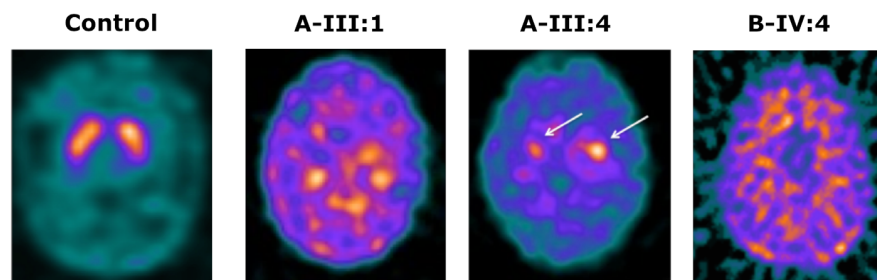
Molecular genetic investigations and DaTSCAN imaging. (A) Family A and B SNP array results showing homozygous regions detected. For each chromosome, the start and end point is specified using the Reference SNP Cluster ID (rs number) and physical position. (B) Homozygous SNPs are represented in light blue (AA) and dark blue (BB), heterozygous SNPs in red (AB), and “no calls” in white. (C) Sanger Sequencing confirms a homozygous *DNAJC6* mutation, c.766C > T (p.R256*), in all affected children of Family A (A-III:1, A-III:4, and A-III:5) and Family B (B-IV:2, B-IV:4). Parents are heterozygous carriers. (D) I-123-DaTSCAN™ with SPECT imaging in a control subject, Patient A-III:1 (19 years 3 months), Patient A-III:4 (11 years 4 months), and Patient B-IV:4 (17 years). In Patients A-III:1 and B-IV:4, DaTSCAN findings indicate virtually complete absence of tracer uptake in the basal ganglia, with very high background activity, suggesting loss of presynaptic dopaminergic terminals, whereas Patient A-III:4 showed significantly reduced, albeit still visible, uptake in the head of caudate (left better than right, white arrows). [Color figure can be viewed at wileyonlinelibrary.com]
